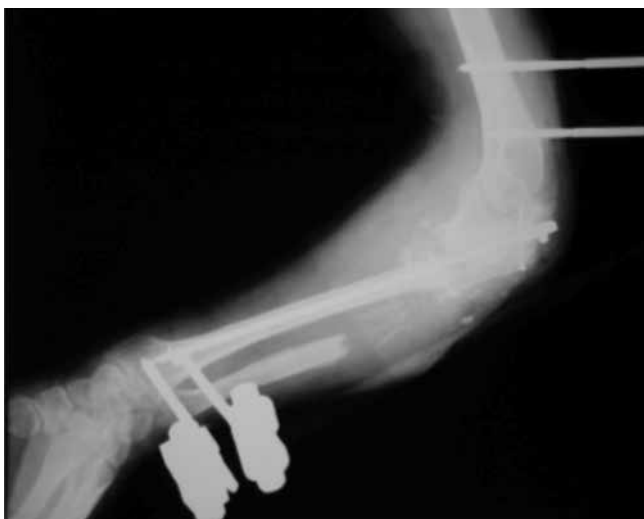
Radiografía postoperatoria de la cuarta intervención quirúrgica, en la cual se agregó injerto de cresta ilíaca a defecto en olécranon fijado con 3 tornillos más colocación de fijador externo.
